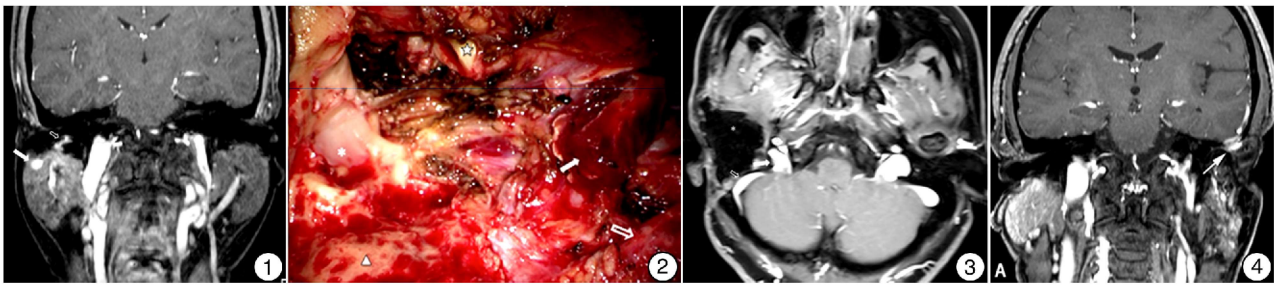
右侧外耳道腺样囊性癌患者术前 MRI 冠状位片 (T1WI 增强) 右侧外耳道内可见不规则明显强化病灶(空心箭头所示);右侧腮腺强化欠均匀,其内可见明显较均匀强化的结节影(实心箭头所示),为腮腺内淋巴结转移; 图 2 右侧外耳道腺样囊性癌患者术中所见 颞骨侧切除后,显露内侧的鼓室内侧壁(\*所示)及后方乙状窦(△所示);已将腮腺尾叶同胸锁乳突肌(空心箭头所示)分离,进一步同二腹肌后腹(实心箭头所示)分离后于咬肌表面分离腮腺组织,一并切除下颌骨髁状突后完整取出腮腺,显露下颌颈骨质(☆所示); 图 3 右侧外耳道腺样囊性癌患者术后复查颞骨增强 MRI 轴位片 (T1WI 增强) 患侧肿瘤、下颌骨髁状突及腮腺已切除,术腔腹部脂肪填塞,病灶区呈无明显强化的信号影,为脂肪填充(\*所示);病灶区内未发现明显强化,颈内动脉(☆所示)、乙状窦(空心箭头所示)及颈静脉球(实心箭头所示)充盈好,边缘光整; 图 4 患者左外耳道腺样囊性癌术后 2 年颞骨 MRI 增强 显示颞颌关节后上中颅底 1 cm 增强局限性肿块(箭头所示),再次手术切除肿块并术后放疗,患者术后随访 6 年,目前无瘤生存。
